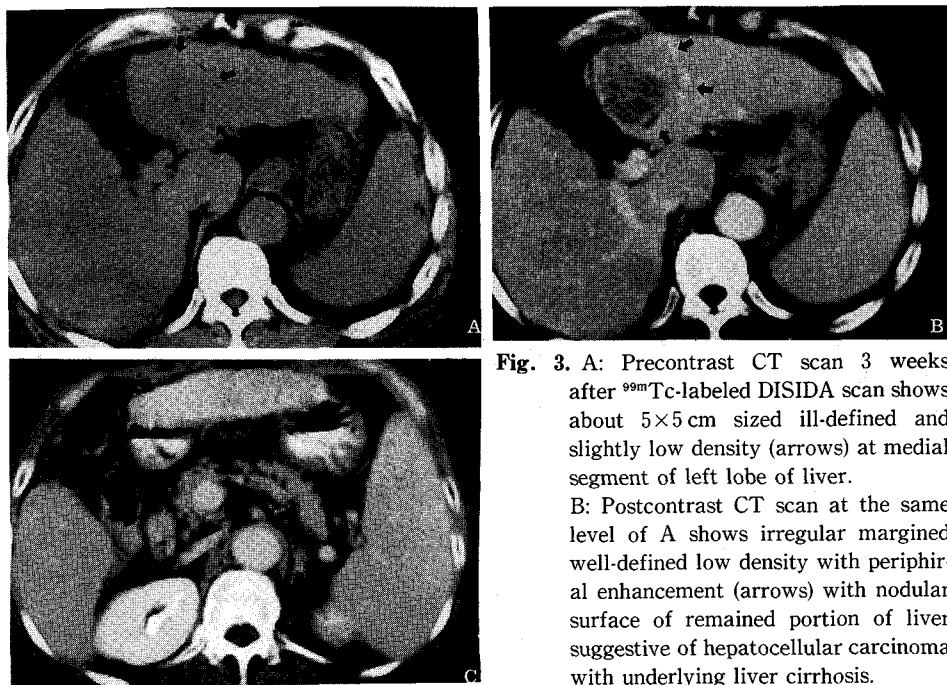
A: Precontrast CT scan 3 weeks after ^{99m}Tc -labeled DISIDA scan shows about 5×5 cm sized ill-defined and slightly low density (arrows) at medial segment of left lobe of liver. B: Postcontrast CT scan at the same level of A shows irregular margined well-defined low density with peripheral enhancement (arrows) with nodular surface of remained portion of liver suggestive of hepatocellular carcinoma with underlying liver cirrhosis.
